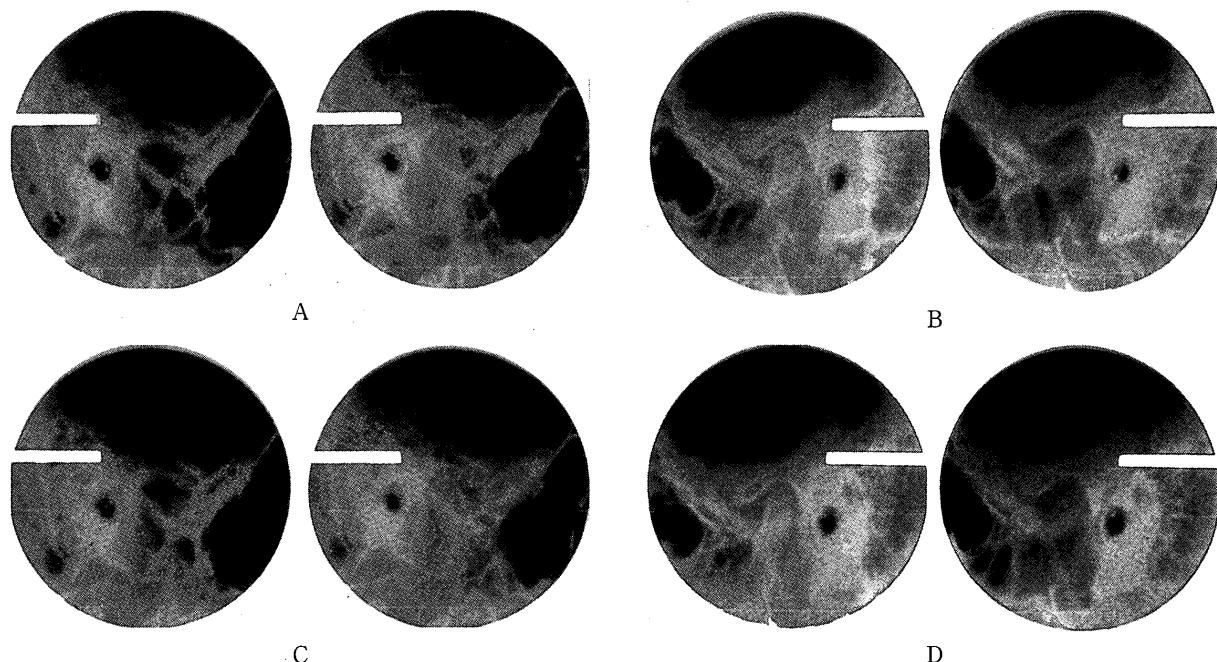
TMJ radiographs
